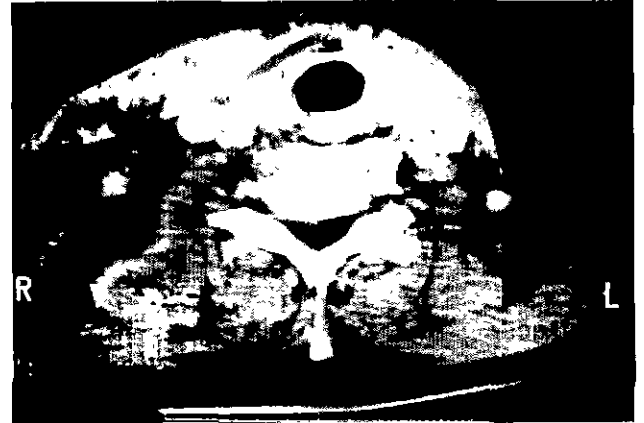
Pre-operative neck CT film, showing diffuse inflammatory infiltration or fluid collection in all deep neck space
